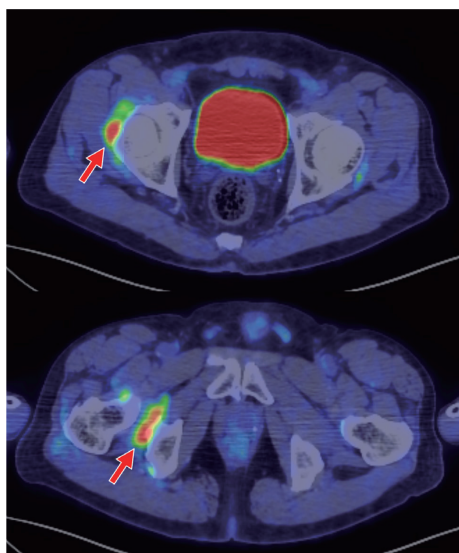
F-18-FAPI-74 PET/CT fusion 画像。右腸骨大腿靭帯や右外閉鎖筋の腱付着部に FAPI 集積が見られた(赤矢印)。同部位の CT 所見では明らかな異常所見を指摘できなかった。
